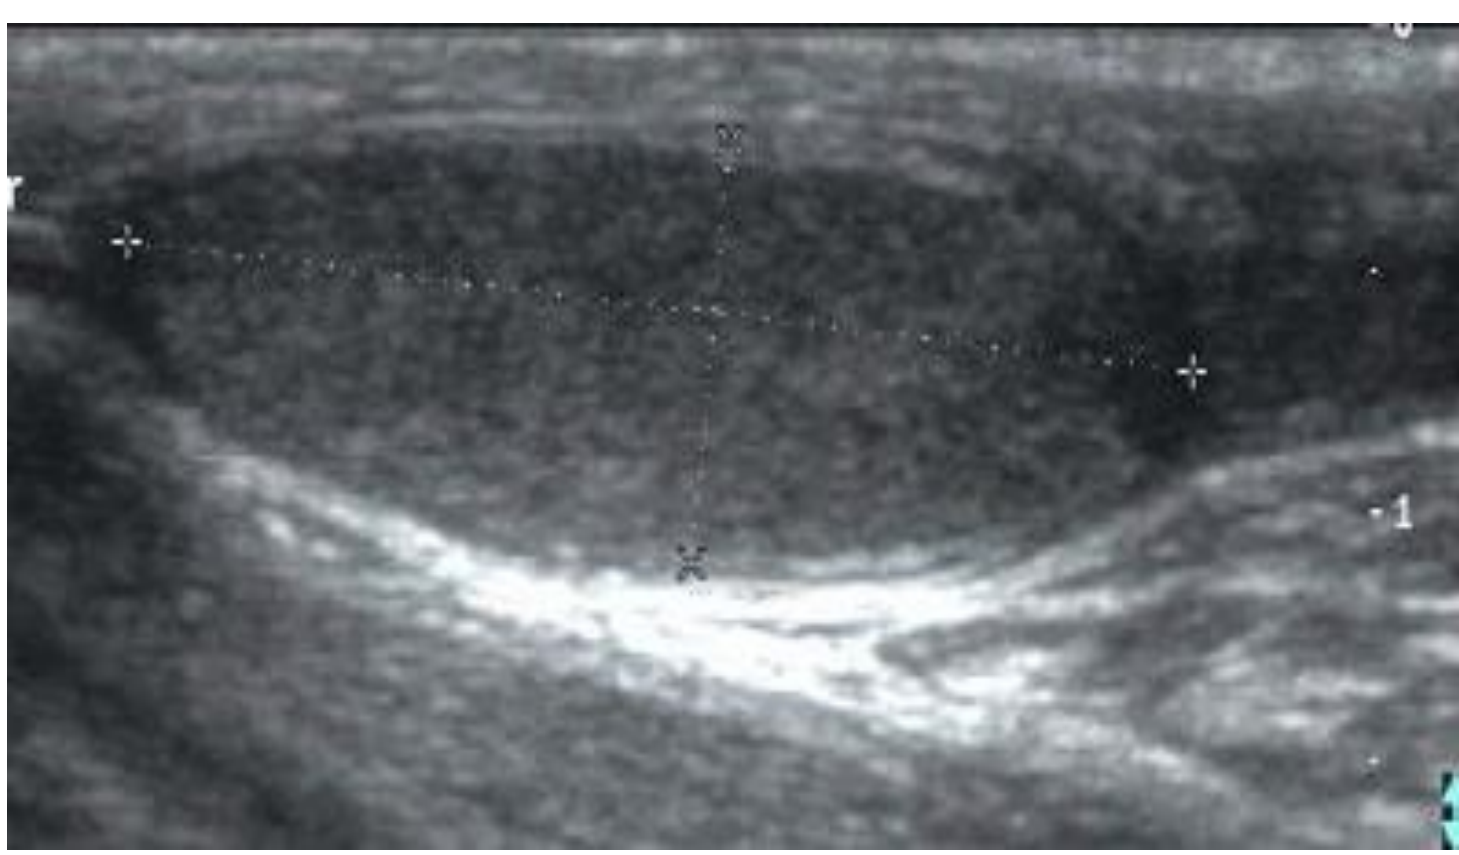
Échographie testiculaire gauche: Atrophie testiculaire: Volume gauche estimé à 1,9 cc
